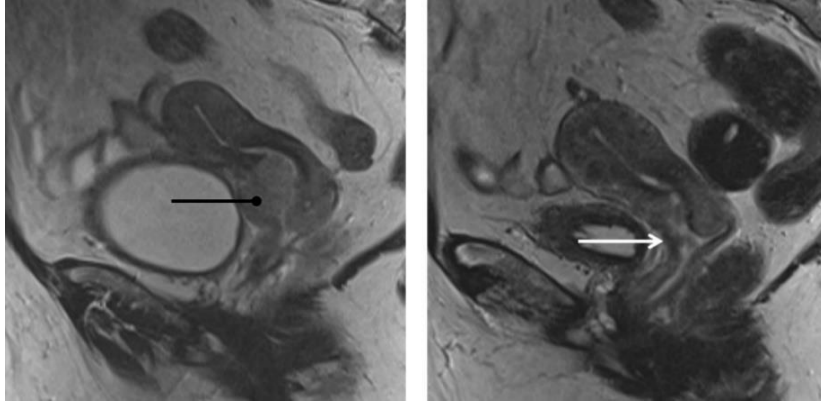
Женщина 65 лет, инфильтративный процесс, представленный раком шейки матки. МРТ в режиме T2 демонстрирует новообразование до ТЛЛНМ (черная стрелка). Через 19 дней после ТЛЛНМ на фоне резкого сокращения размеров появился участок истончения передней стенки шейки матки (белая стрелка)
